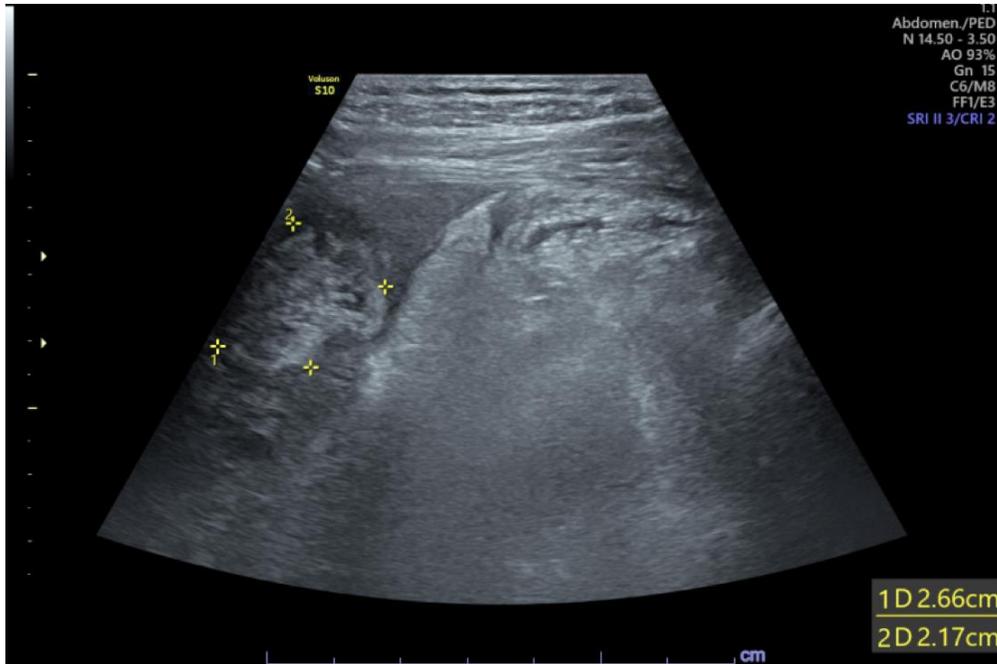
Ecografía, abordaje intercostal izquierdo. Imagen de aspecto redondo, heterogénea y ecogénica de 26 x 21 mm interpretado como lesión focal probablemente esplénica por su localización en el hipocondrio
